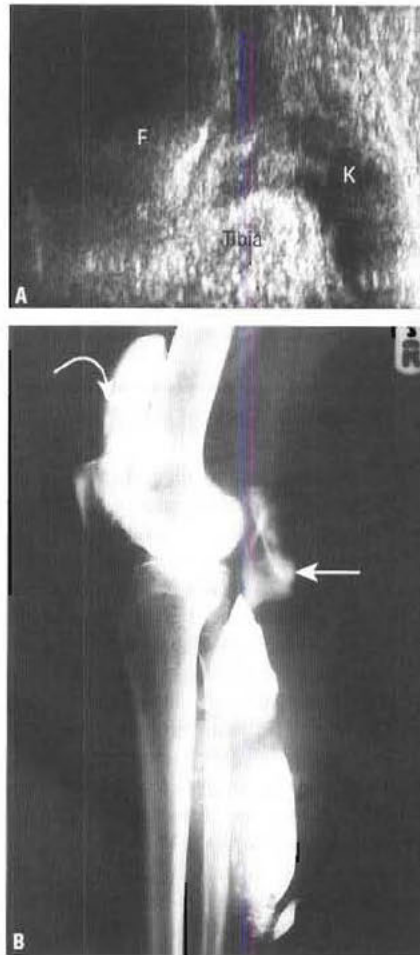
Kyste poplité. (A) Échographie du genou. Un dérangement interne du genou a entraîné un épanchement articulaire et la formation d'un kyste postérieur de Baker. (B) L'arthrographie montre clairement la localisation anatomique des lésions. Un produit de contraste a été injecté dans l'articulation du genou. Il existe une dilatation de la bourse suprapatellaire (flèche incurvée) et un kyste poplité (flèche) qui s'est rompu dans le mollet. Cette rupture entraîne des douleurs et une tuméfaction du mollet pouvant simuler une thrombose veineuse profonde. F = fémur ; K = kyste.
